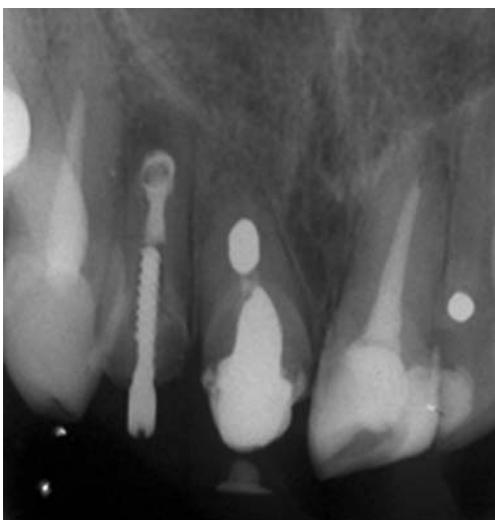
Radiografia no pós-operatório imediato
